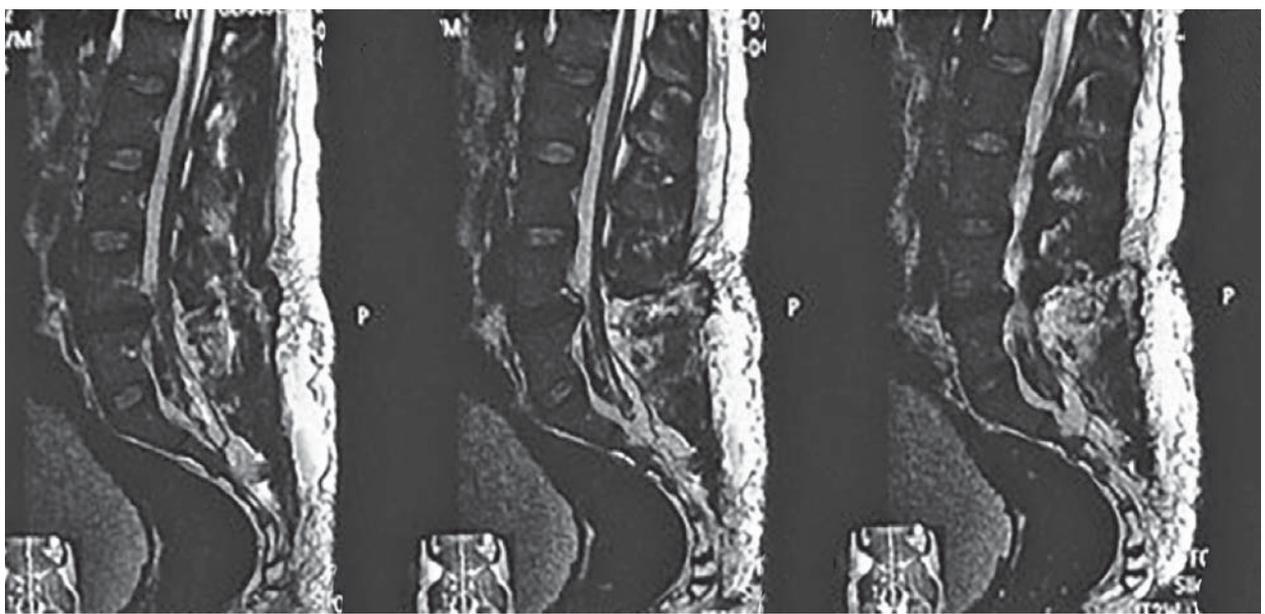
МРТ у T1-режимі. Спинний мозок розташований на рівні S1, навколо нього спостерігається ліквор, натяг та фіксацію спинного мозку усунуто
